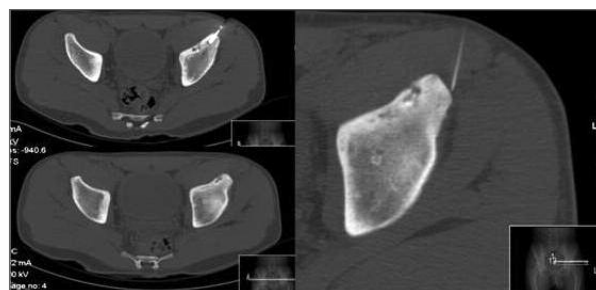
TC Bacia (caso 4): observa-se espessamento e grande heterogeneidade da cortical interna da asa do ilíaco esquerdo, com diminutas imagens osteolíticas intracorticais. Estes aspetos são compatíveis com osteomielite com sinais de atividade
